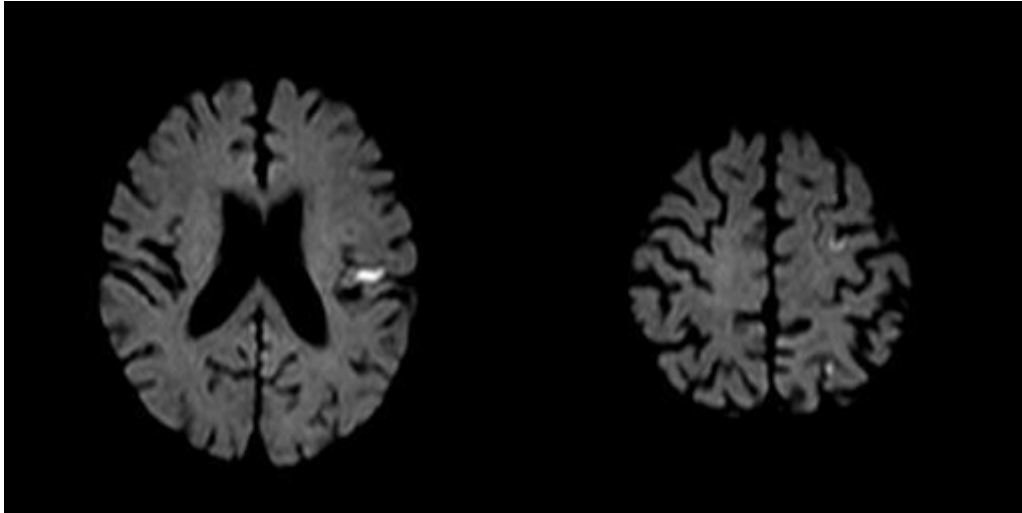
左 CEA 後の新出 DWI 病変の例。患者は明らかな神経脱落症状を呈さなかったが、術後第一日の DWI で術前 DWI には見られない高信号病変（白色）が中大脳動脈、前大脳動脈、後大脳動脈の分水嶺に沿って散在している。
